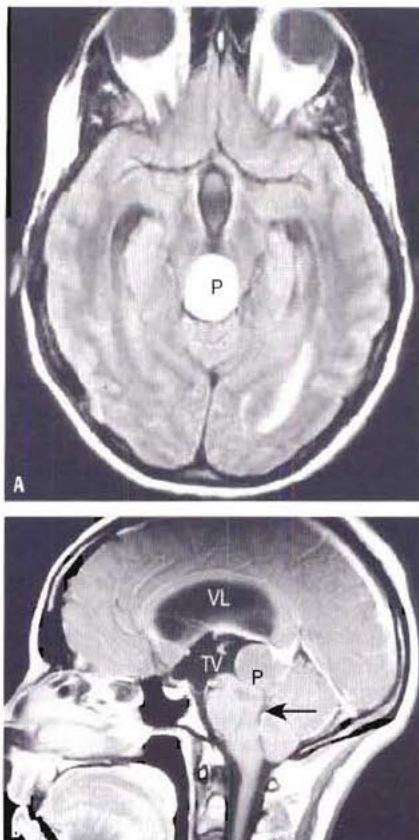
Kyste pinéal (P) – IRM axiale (A) et sagittale (B). La glande pinéale est située en arrière du troisième ventricule. Le kyste pinéal obstrue l'aqueduc mésencéphalique, qui fait communiquer le troisième et le quatrième ventricule. Ceci entraîne une dilatation des ventricules latéraux (VL) et du troisième ventricule (TV), alors que le quatrième ventricule est fin (flèche).
